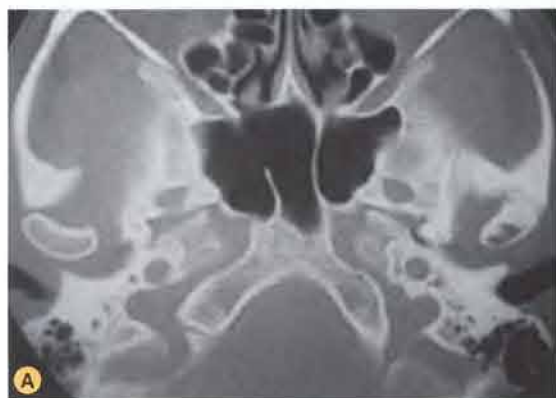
A-C. Visione radiografica di un'alterazione strutturale dei tessuti articolari da probabile overloading oclusale.
